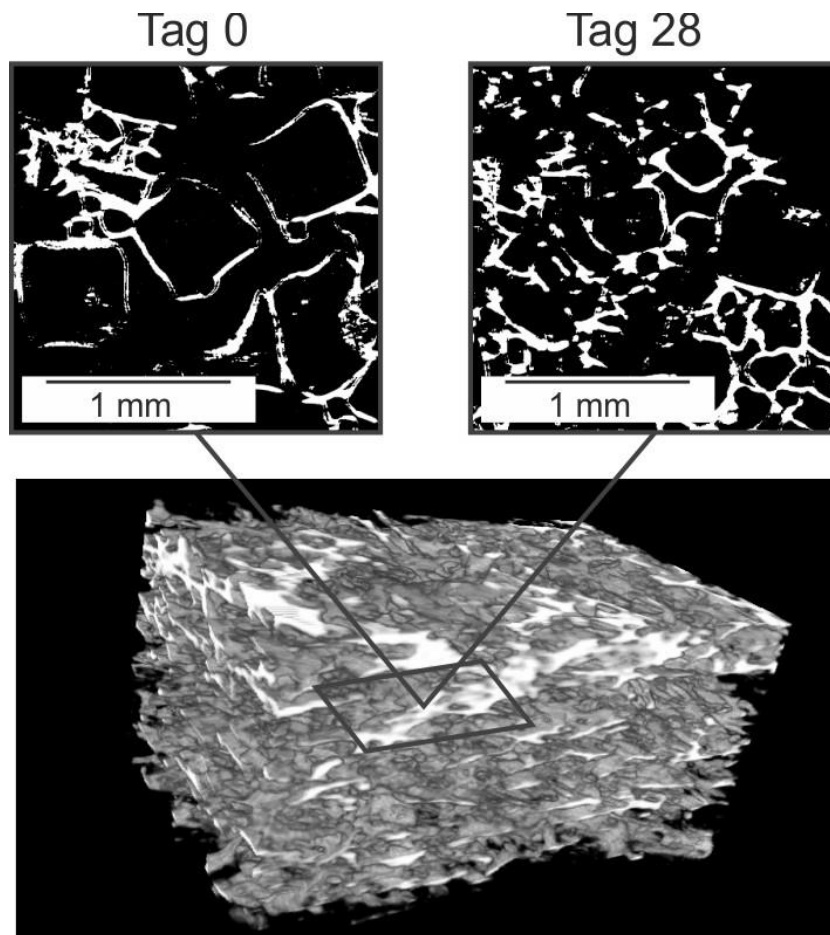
μ Ct-Aufnahmen eines porösen PDO-Scaffolds vor und nach Inkubation in PBS-Puffer für vier Wochen und rekonstruierte Geometrie. Die innere Struktur der porösen PDO-Scaffolds wurde mittels μ CT vor und nach Inkubation in PBS-Puffer für vier Wochen bei 37 °C untersucht. Die Abbildung zeigt je einen Querschnitt durch das Scaffold vor und nach Inkubation sowie eine rekonstruierte 3D-Geometrie.
